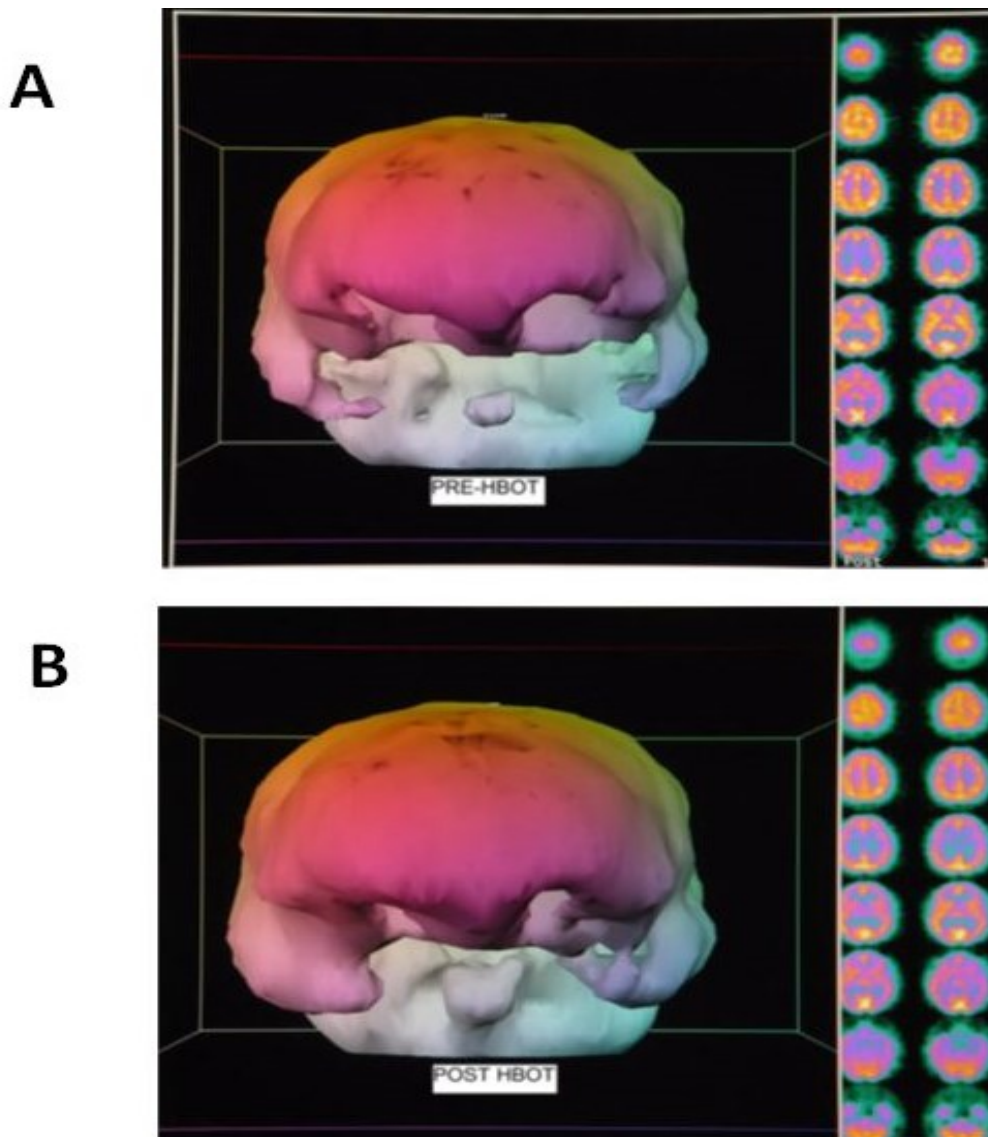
SPECT-Analyse der zerebralen Durchblutung vor und nach HBO beim SHT (293)
